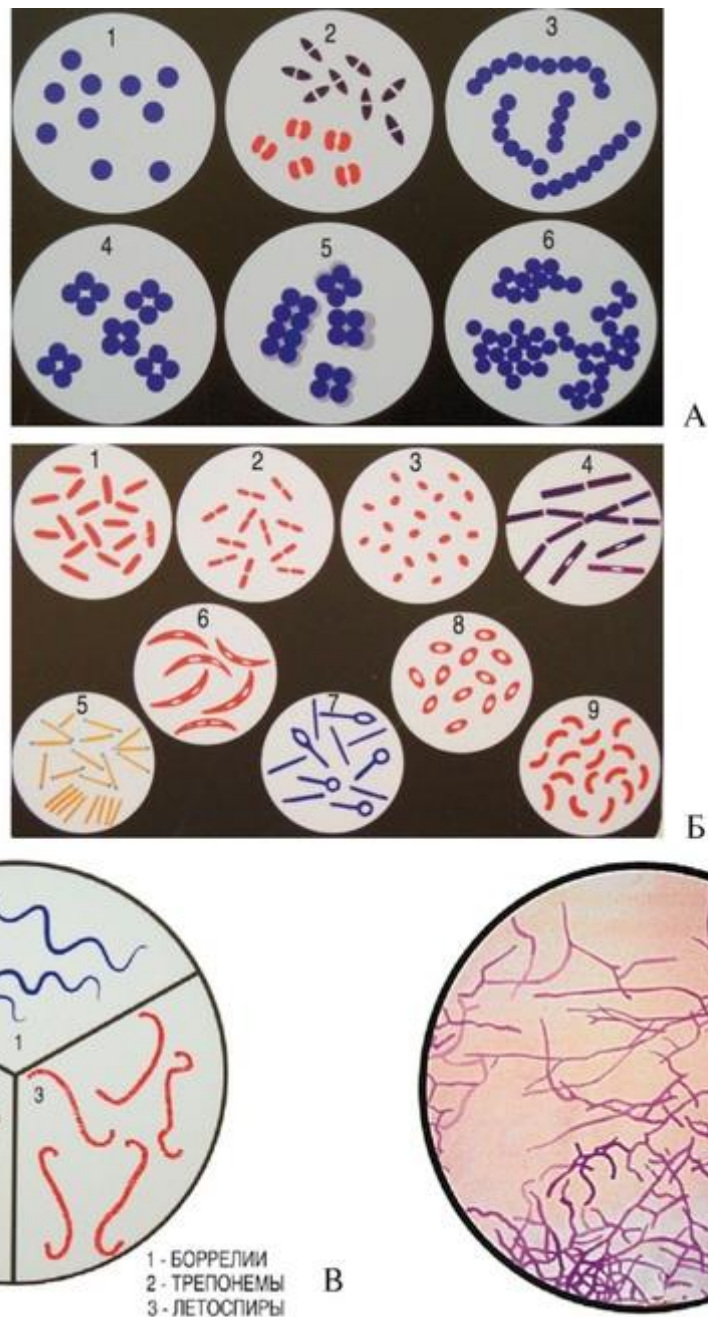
Морфология бактерий. А - шаровидные бактерии (кокки): 1 - микрококки; 2 - диплококки (вверху - пневмококки, внизу - нейссерии); 3 - стрептококки; 4 - тетракокки; 5 - сарцины; 6 - стафилококки. Фиолетовым цветом показаны грамположительные бактерии, красным - грамотрицательные кокки. Б - палочковидные бактерии: 1 - эшерихии; 2 - клебсиеллы; 3 - бруцеллы; 4 - бациллы; 5 - коринебактерии (окраска по Нейссеру); 6 - фузиформные бактерии; 7 - клостридии; 8 - иерсинии; 9 - вибрионы. Фиолетовым цветом показаны грамположительные бактерии, красным - грамотрицательные палочки. В - спирохеты: 1 - боррелии (окраска по Романовскому-Гимзе); 2 - трепонемы (окраска по Граму); 3 - лептоспиры (окраска по Граму). Г - актиномицеты (ветвящиеся бактерии) (окраска по Граму).
